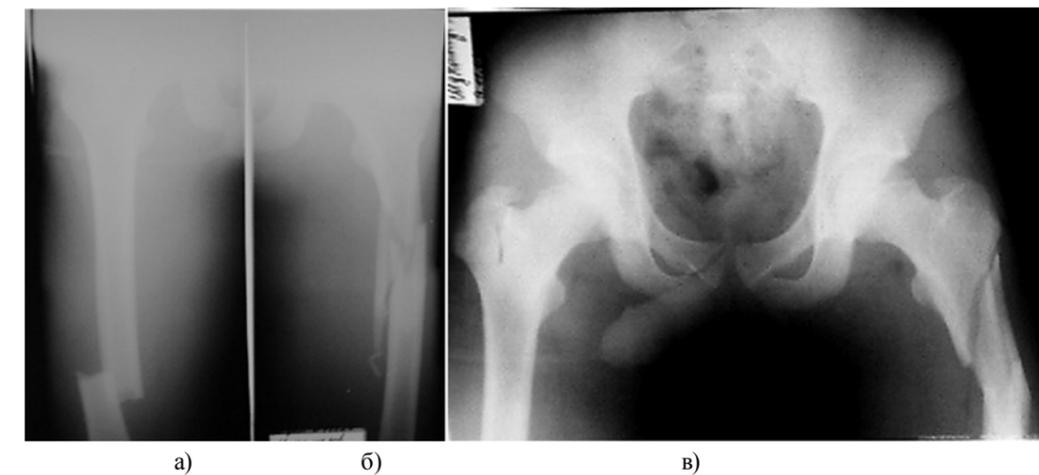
Рентгенограммы больного при поступлении:
